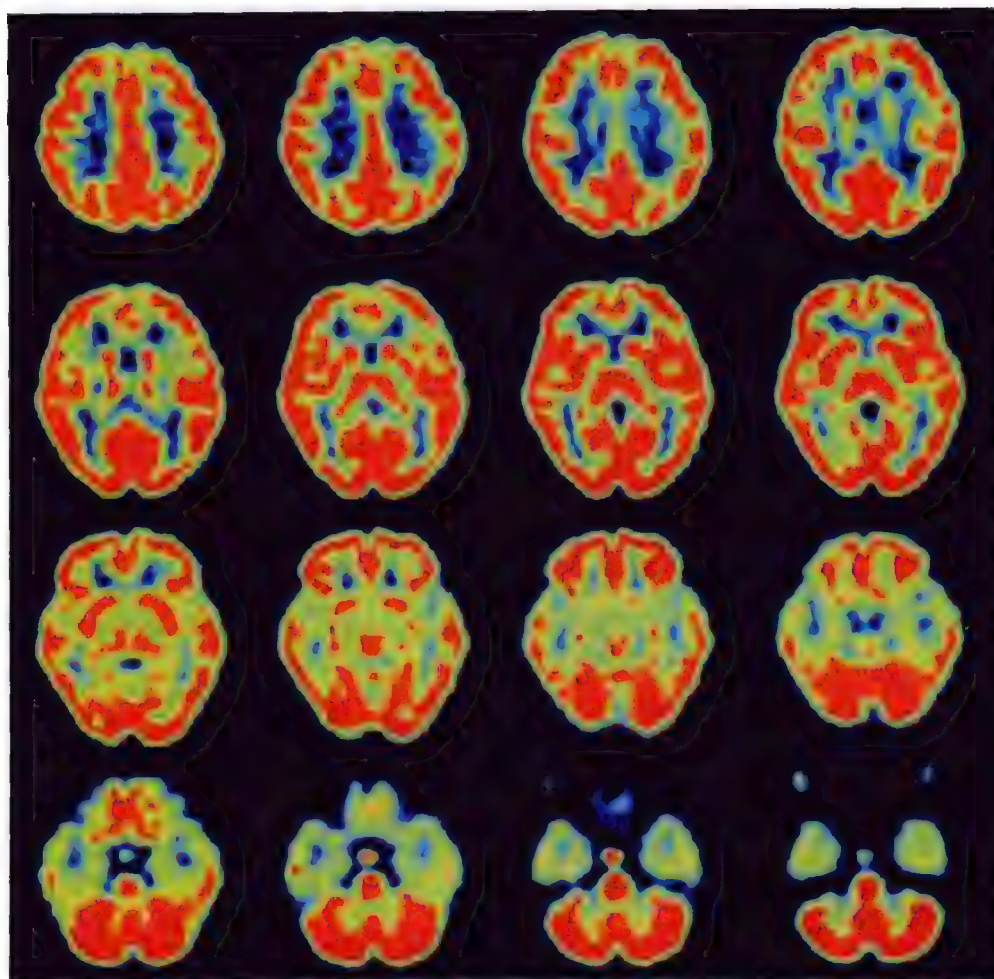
正常 $^{13}\text{NH}_3 \cdot \text{H}_2\text{O}$ PET 脑血流显像图
